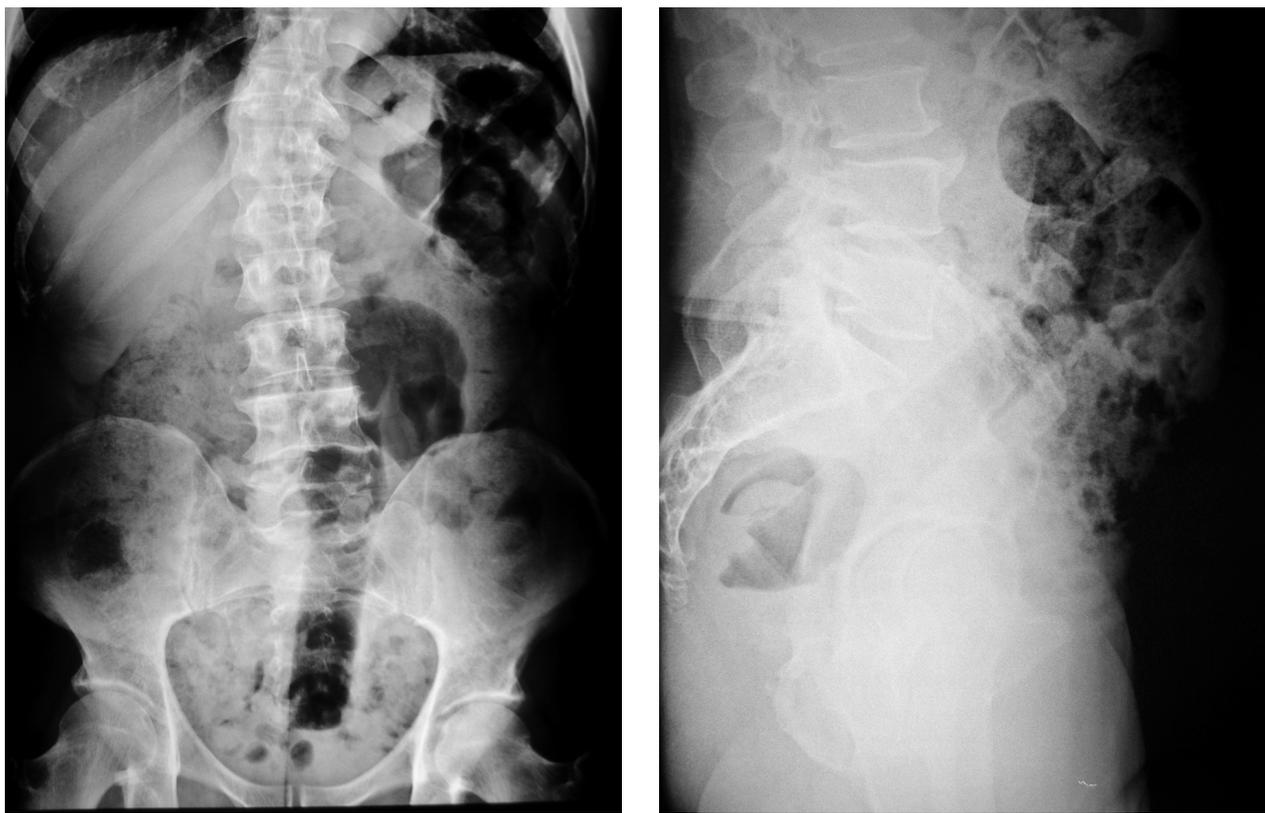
Caso n. 1. Radiografia diretta dell'addome che documenta la presenza nell'ampolla rettale del tappo in plastica dura di una bomboletta spray di deodorante disposta con il fondo verso l'alto.
